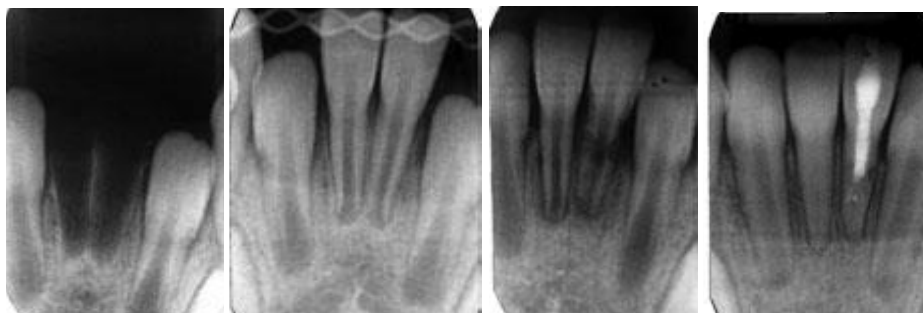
(A) Radiografías periapicales de centrales inferiores con rizogénesis incompleta avulsionados (B) Centrales inferiores reimplantados y ferulizados
